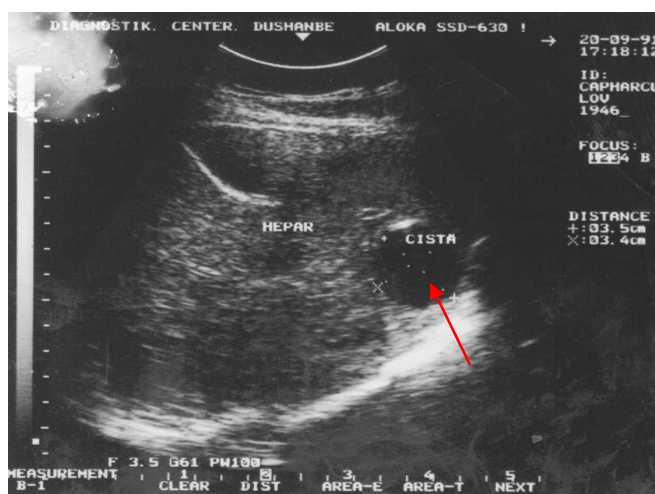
УЗИ печени. Формирование кисты в «опале»
